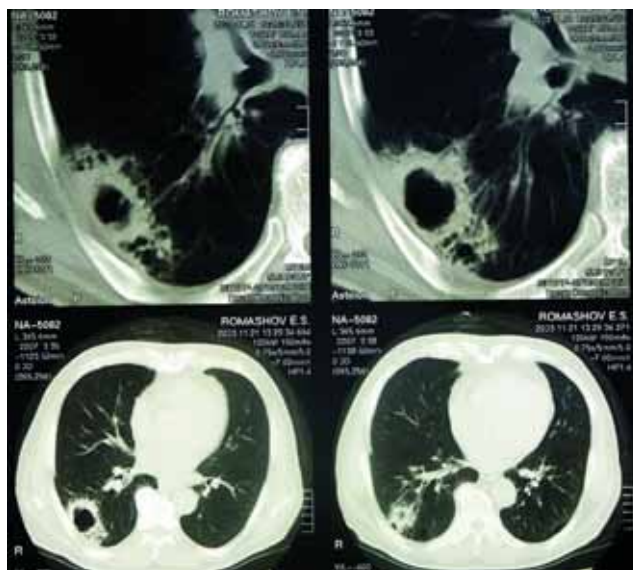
Компьютерные томограммы в мягкотканном и легочном окнах. "Полостная" форма периферического рака нижней доли правого легкого
